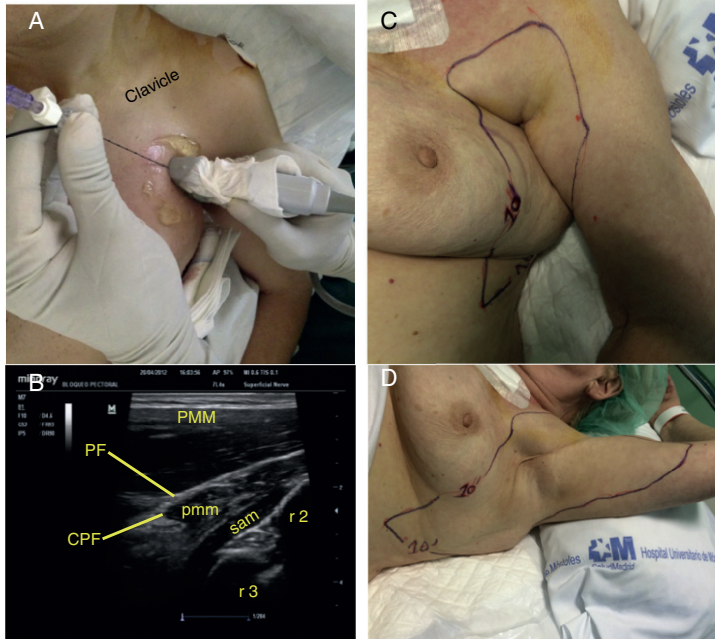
Ultrasound-Guided Anterior-Approach SIFP Block prior to undergoing tumorectomy in the outer quadrant and sentinel node biopsy. (A) Image shows probe placement and needle insertion. (B) Ultrasound image of the anterior thoracic wall shows the pectoralis major muscle (PMM), pectoralis minor muscle (pmm), serratus anterior muscle (SAM), clavipectoral fascia (CPF), pectoral fascia (PF) and the ribs (r). (C, D) Shows the area of sensory loss in the anterior lateral chest wall 10 min following the injection of local anesthetic between the SAM and external intercostal muscle.
